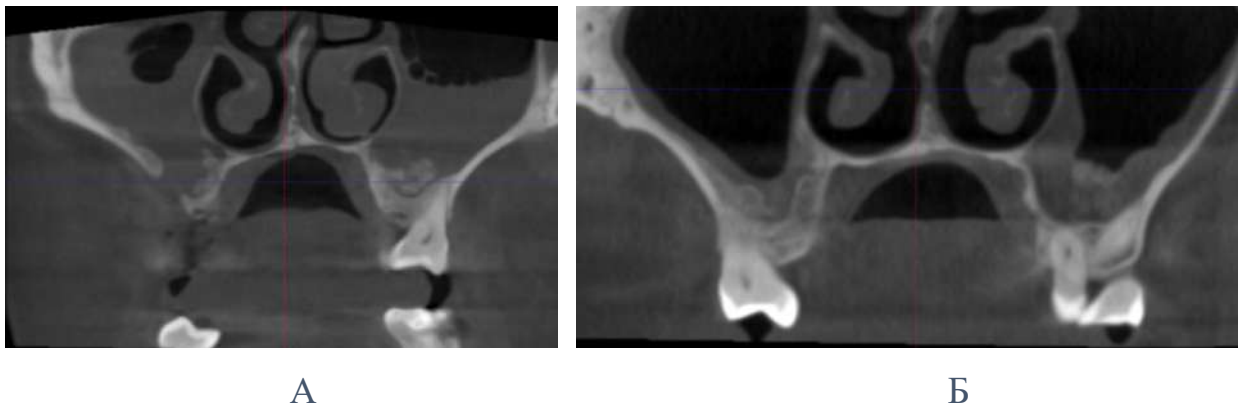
Томографічні ознаки гострого верхньощелепного синуситу із міграцією часточок кісткового трансплантату в порожнину ВЩС після проведення LSFA. А – КПКТ (ранній післяопераційний період), Б – КПКТ контроль стану ВЩС після FESS.
